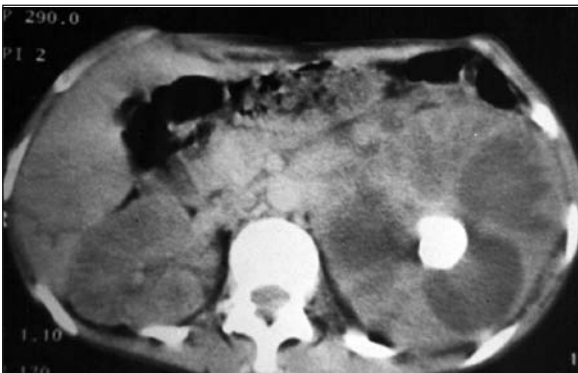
Tomografía computarizada que muestra el riñón izquierdo aumentado de tamaño con notoria alteración de su arquitectura, con la presencia de múltiples imágenes hipodensas de paredes irregulares, aparentemente interconectadas entre sí y un lito coraliforme con dilatación secundaria a la obstrucción.
